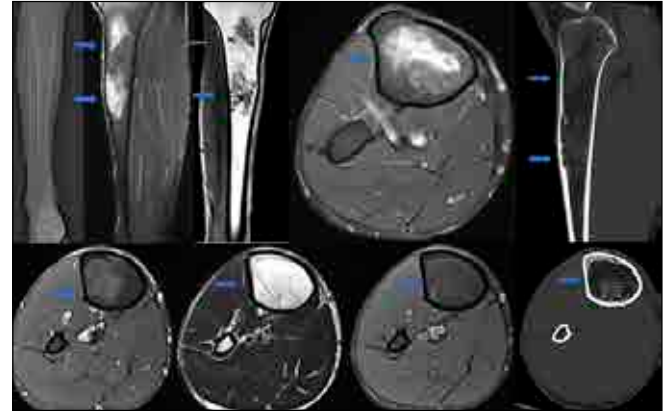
In T1 coronal image, heterogeneous contrast enhancement was observed. In T2 W image, lesion seems hyperintense but in fat saturated images appearance is hypointense. On CT, Craniocaudal lesion seem clearly and density was measured mean -68 HU
